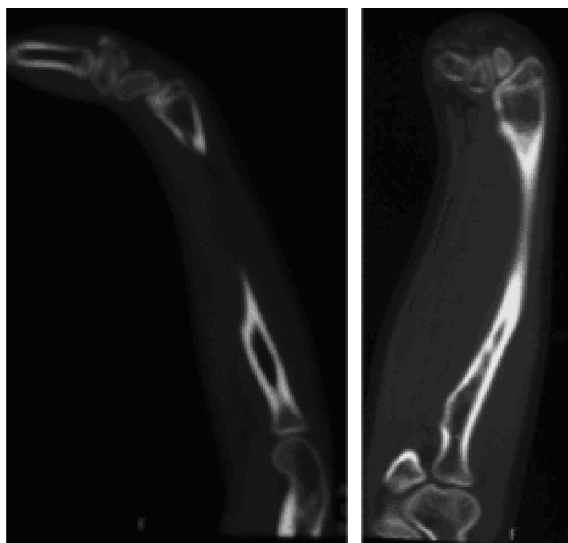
КТ, продольный срез лучевой кости, радиоульнарный угол 55°
